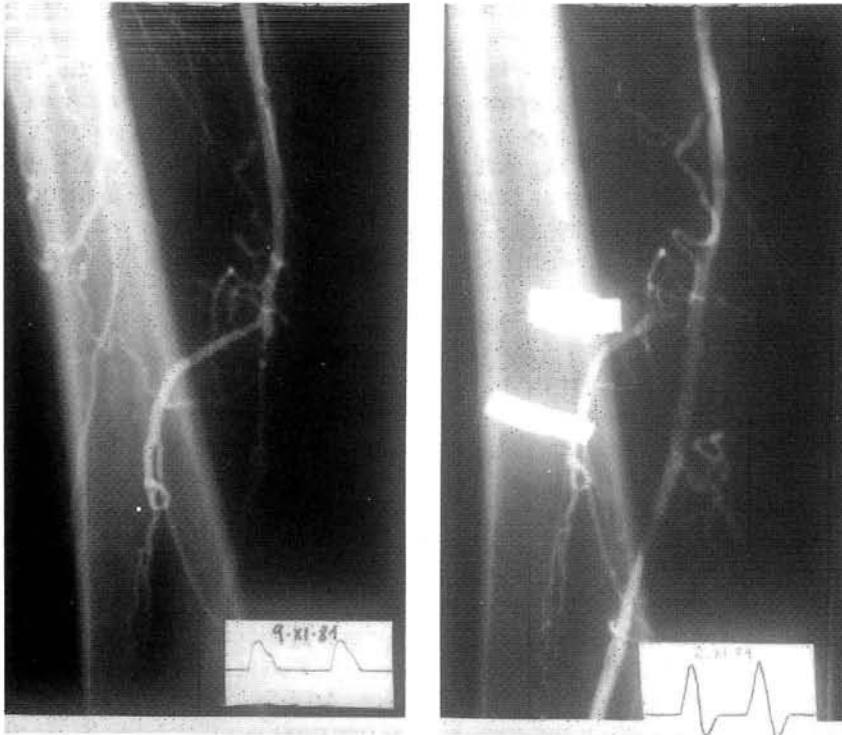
Varón de 55 años. Isquemia crónica II. ATP del segmento de F. S. obstruido, con control angiográfico y Doppler 8 años después.
